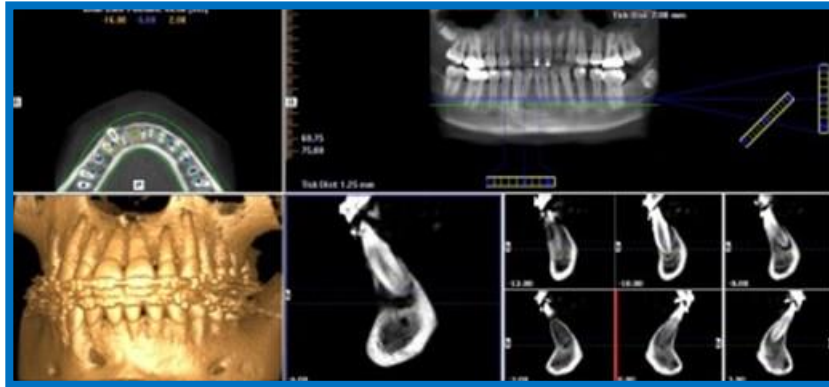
Tomografía computarizada de rayo de cono (*cone beam computed tomography* [CBCT])
